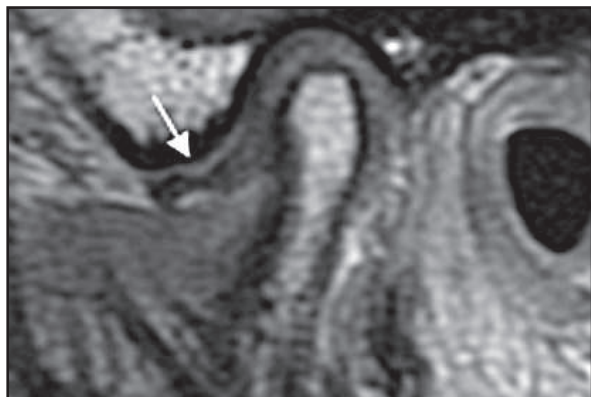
RMN da ATM, em T1, na posição de boca fechada, mostrando o disco (seta) deslocado anteriormente
